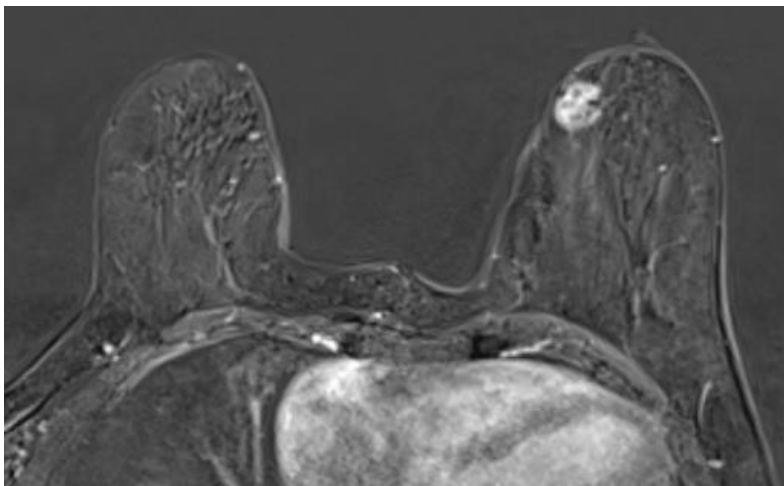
Subtracted dynamic contrast enhanced sequence of MRI shows heterogenous enhancing mass irregular. Biopsy revealed papilloma with atypia.
